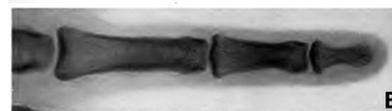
Case XLV. X-ray of middle finger (unreduced) showing traces of epiphyseal lines.
